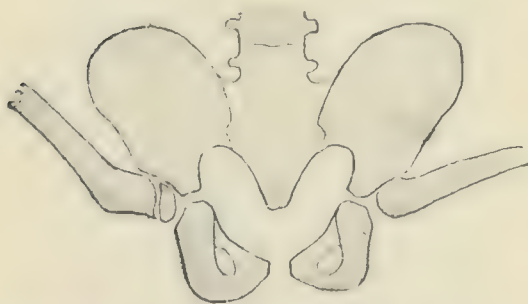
28. Oktober 1901. — Bei dieser Feststellung setzt man gleich wieder in die alte Stellung von Abduktion und Flexion. Die Radiographie zeigt von neuem daß die Reduktion erreicht ist.
